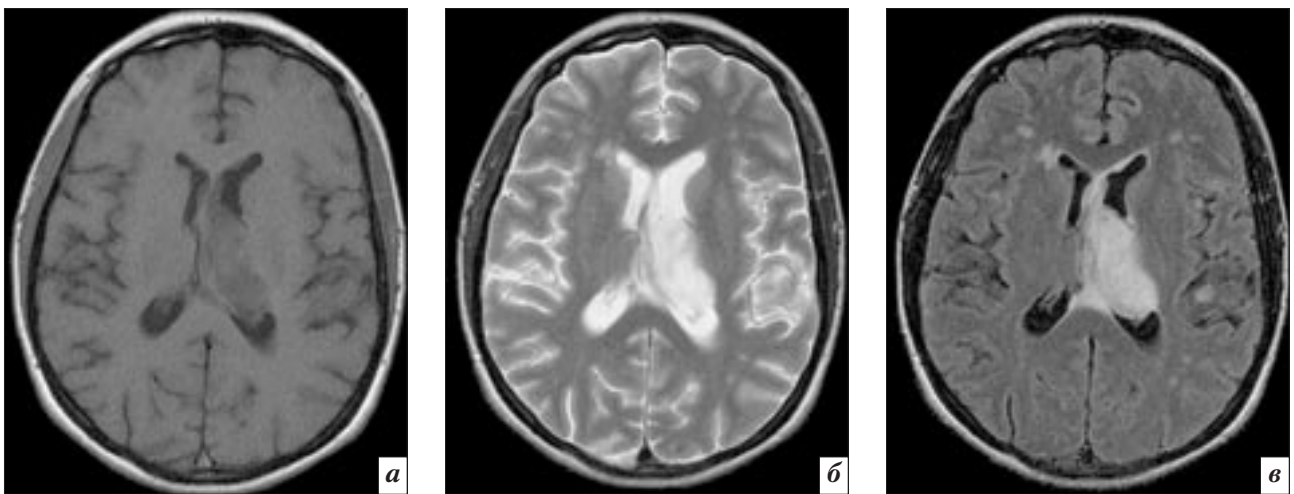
Образование левого таламуса в режимах T1-ВИ (а), T2-ВИ (б) и FLAIR (в).
